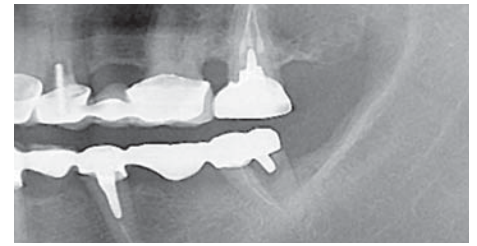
Рентгенограмма пациентки И...55 лет, в области 35-38 до проведения операции дентальной имплантации и удаления 38.
